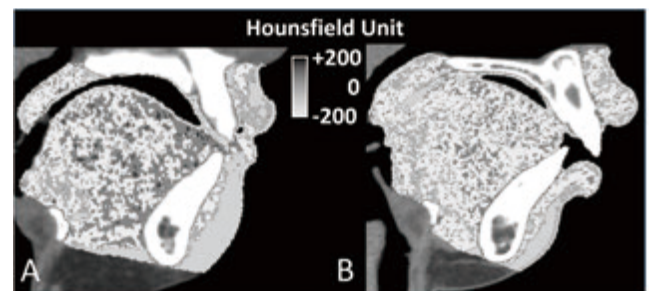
CT値による上気道周囲筋(舌, 口唇)の評価
